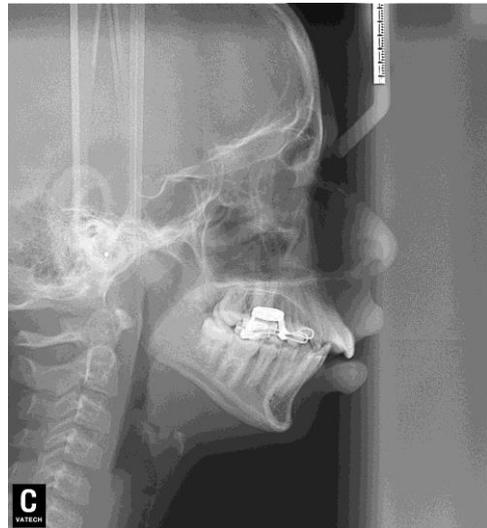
Telerradiografía pós ERM
